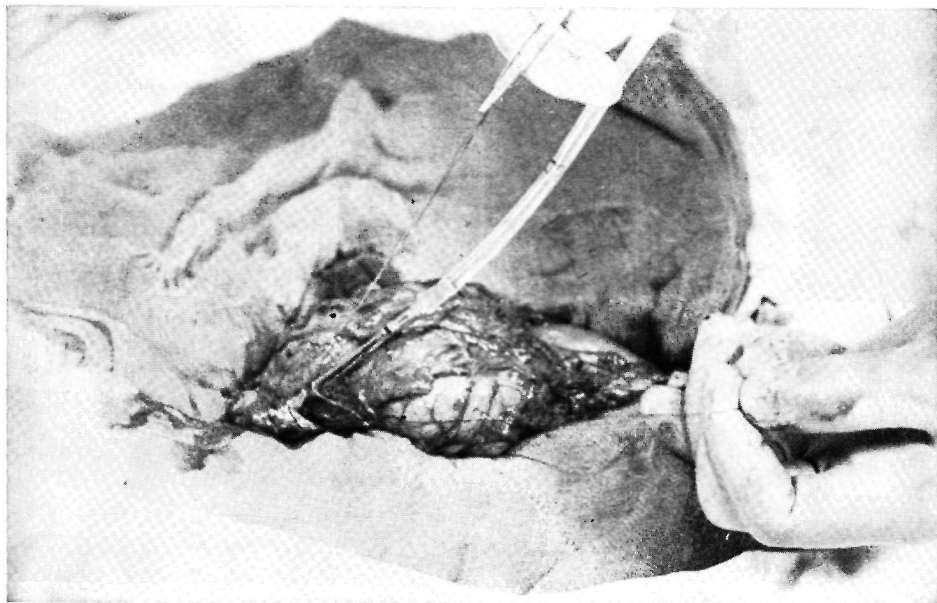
Через тонкую трубочку, введенную в реканализированную пупочную вену, во время операции проводится перфузия печени раствором 5-фторурацила
